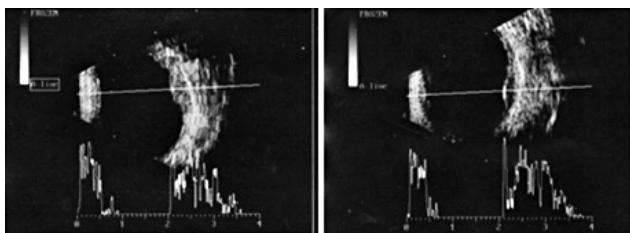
Ecografia: múltiplos tumores coroideus e espessamento difuso da coroide.
